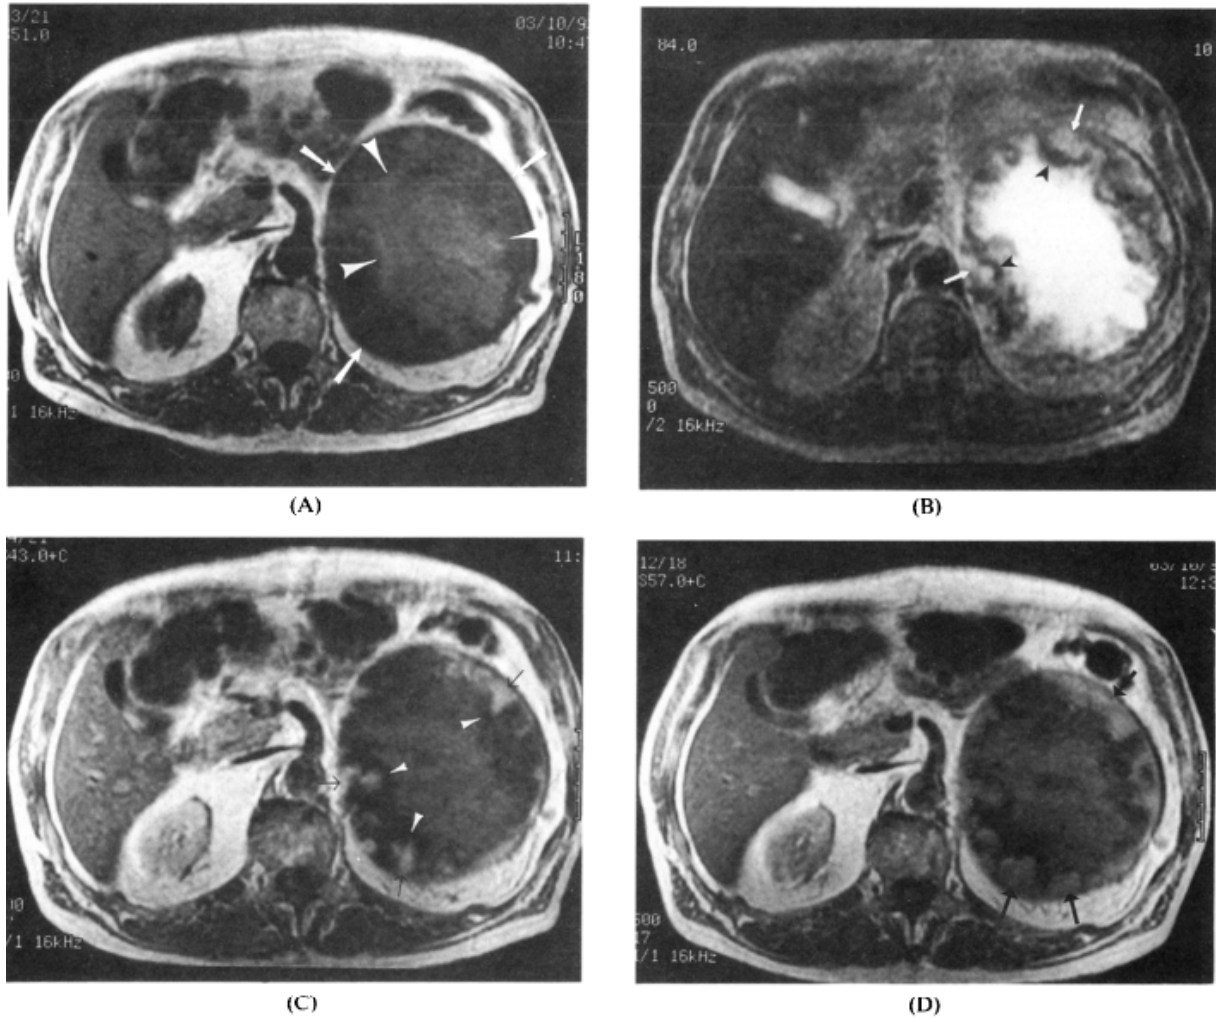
Aspect en IRM d'un hémangiome surrénalien [30]
